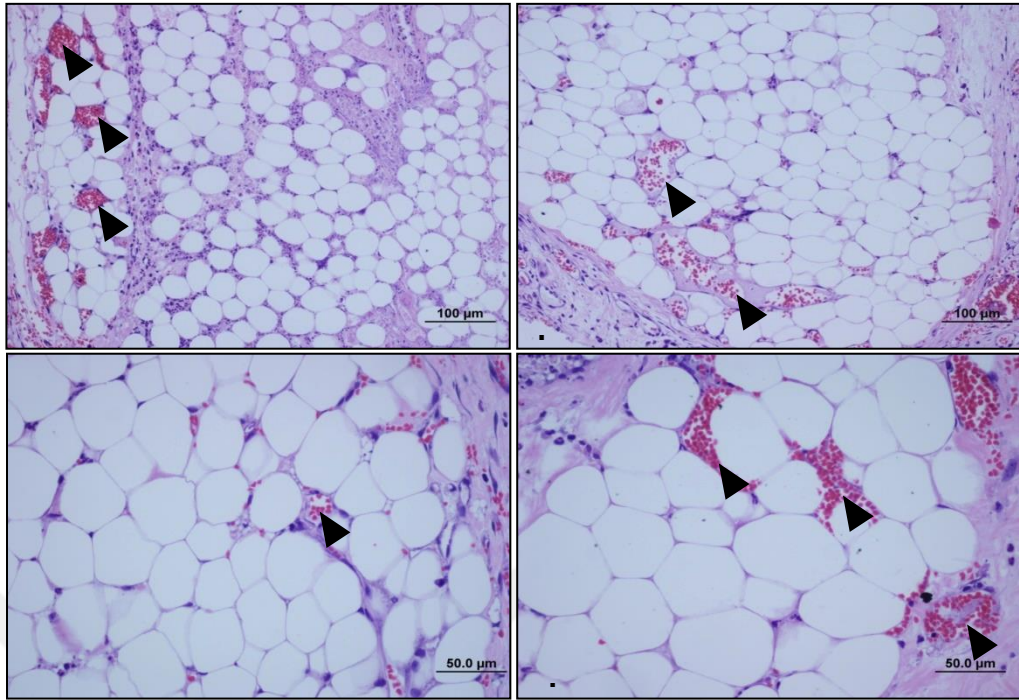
TC grubu p. o. 14.gün grubuna ait yağ dokularının farklı büyülmelerdeki mikrograftlarında oldukça düzgün bütünlüğünü koruyan ve çekirdek içeren yağ hücreleri ve az miktarda fibrozis (→) görülmektedir (a-d) (scale bar:200µm (X10), scale bar:100µm (X20), scale bar:50.0µm (X40), HE).
